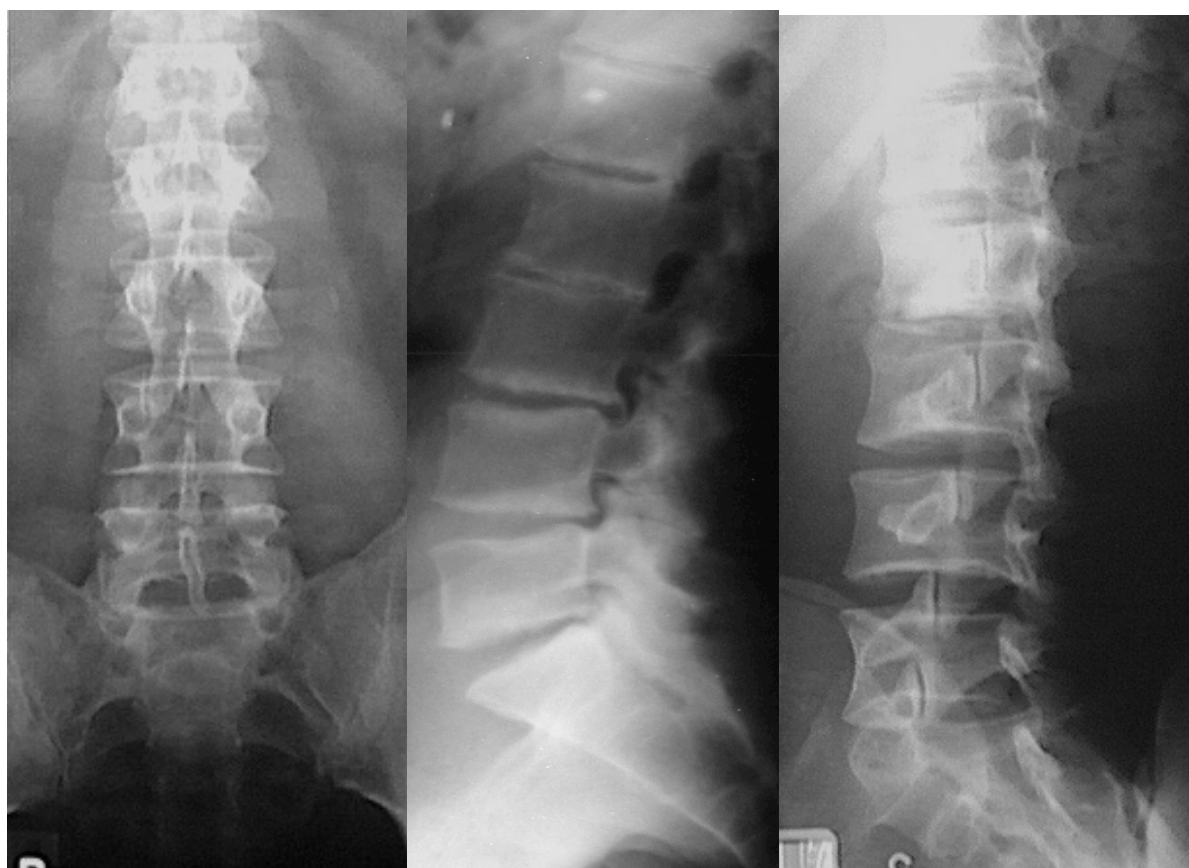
II 11 Radiografía Lumbosacra. Frente, Perfil y Oblicua.
